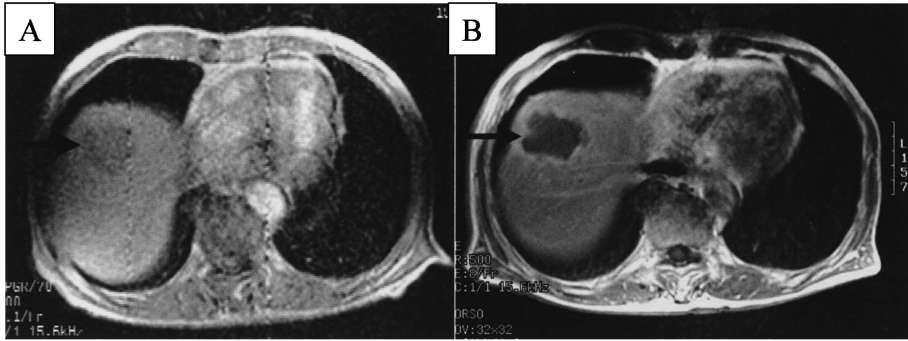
MRI (Segment VIII)
